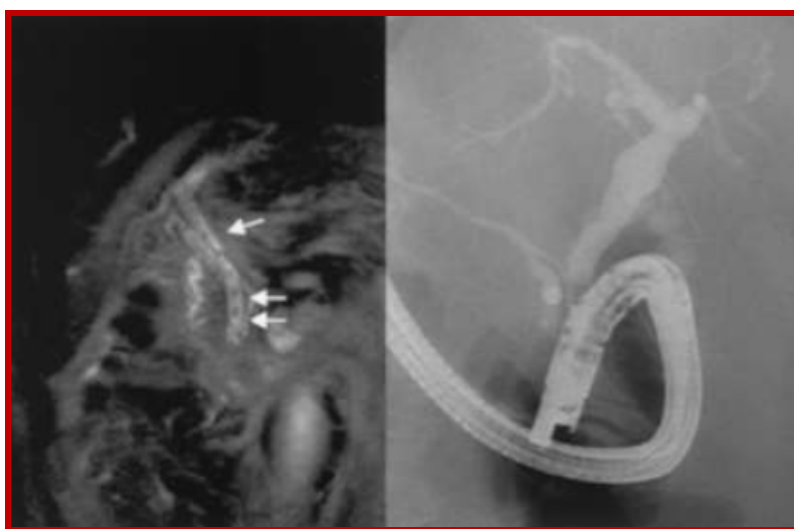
Magnetic resonance cholangiography (left) shows multiple small stones in the common bile duct (arrows).
